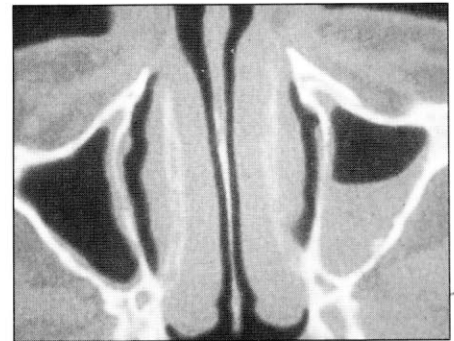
B. Corte axial de tomografía con nivel hidroaéreo en el maxilar izquierdo y leve engrosamiento de las paredes del maxilar derecho.
